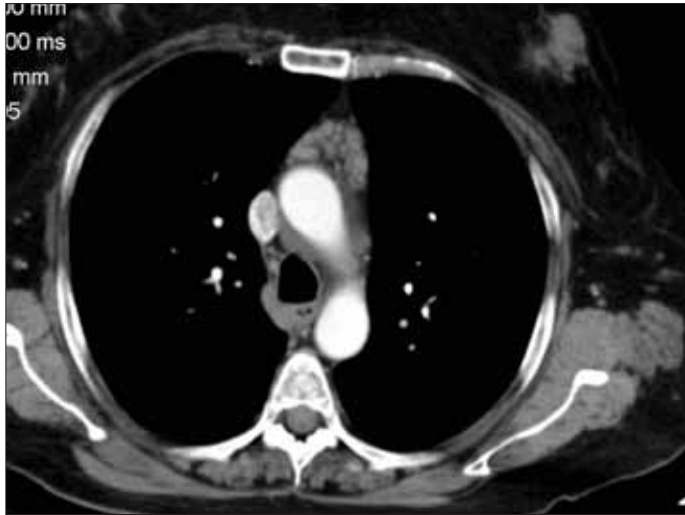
Aksiyel BT kesiti. Anteriyör mediyastende düzgün konturlu homojen kitle. Timoma
